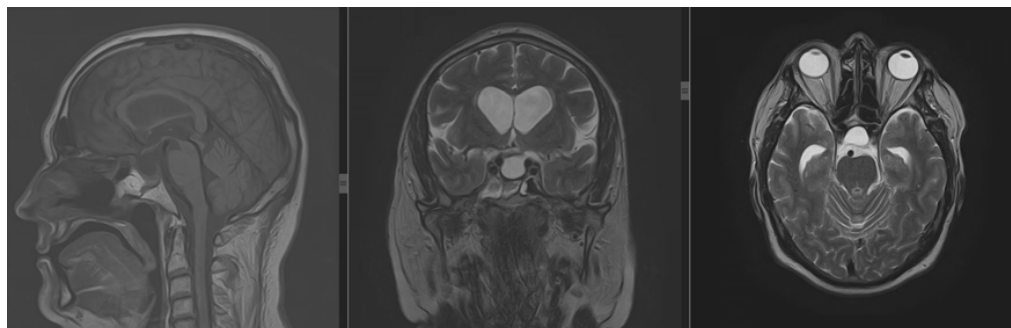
МРТ хиазмально-селлярной области с в/в контрастированием в послеоперационном периоде (MP-данных за остаточную ткань опухоли не получено)
